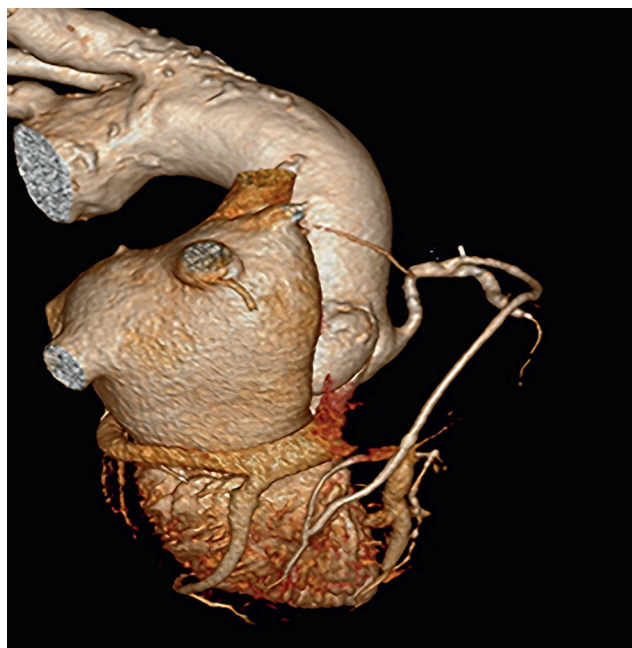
Мультиспиральная компьютерная томография с контрастированием сердца и шунт между ПКА и задней нисходящей ветвью правой коронарной артерии
